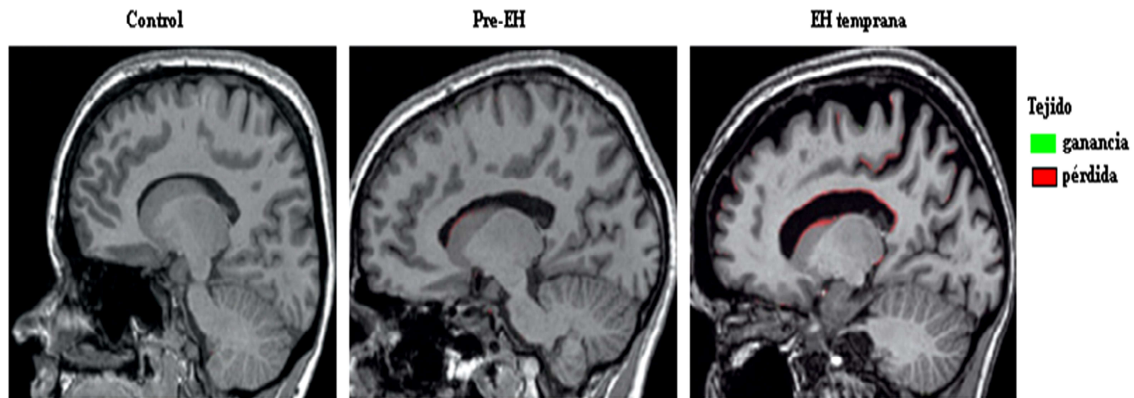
Imágenes de resonancia magnética (RM) de individuos control, portadores de la mutación y pacientes con la enfermedad de Huntington. (Modificado de Weir et al., 2011). Cortes sagitales de cerebro donde se observa la pérdida de tejido en zonas como la corteza cerebral y el estriado, así como el aumento del tamaño de los ventrículos en los pacientes.
